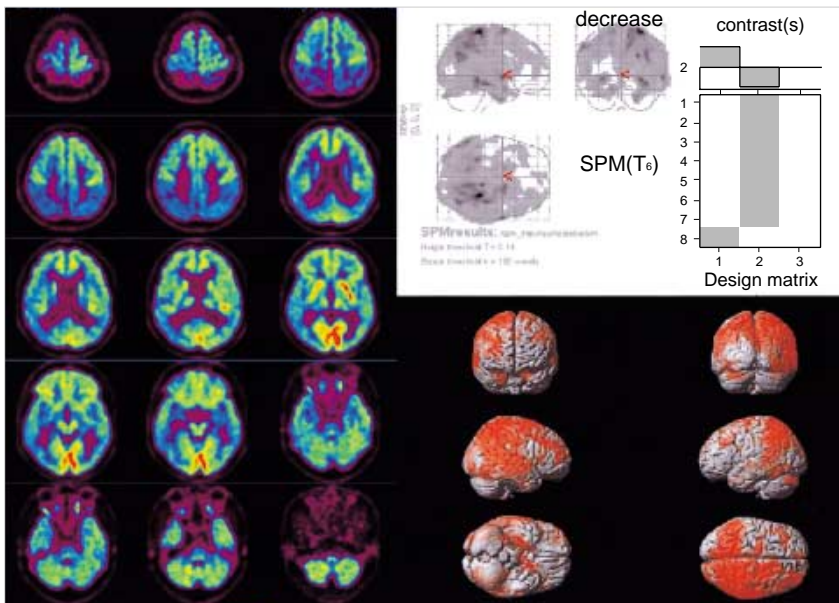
Brain F^{18} -FDG PET and SPM (statistical parametric map) images show markedly decreased metabolism in both parietal, right temporal, occipital cortices, and both cingulate gyri and mildly decreased metabolism in both frontal, left temporal cortices, and right basal ganglia.
